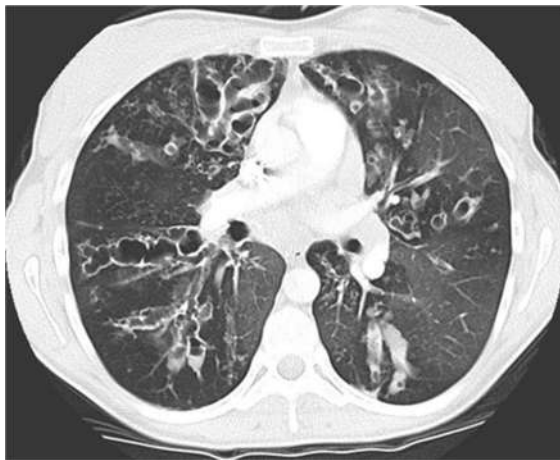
Рентгенівська комп'ютерна томографія. Хворий В., 25 років.
